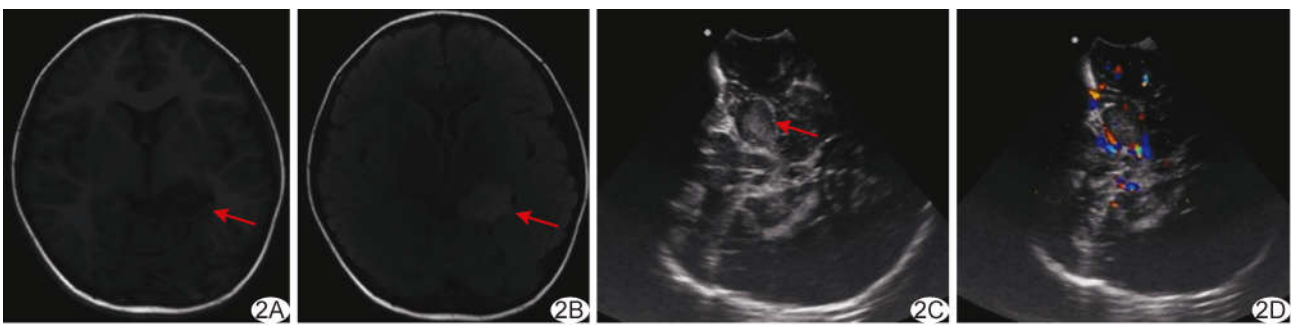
患儿男,3 岁,左侧额叶内侧 MRI II 型 DNET A. 术前颅脑轴位 MR T1WI 示病灶呈低信号(箭),信号欠均匀; B. 轴位 T2 FLAIR 图显示病灶呈稍高信号(箭),边界清晰; C. 术中二维超声声像图显示团状稍高回声肿块(箭),内部回声欠均匀,边界清晰,形态规则; D. CDFI 示病灶周围及内部少许血流信号, Alder 血流分级 1 级
